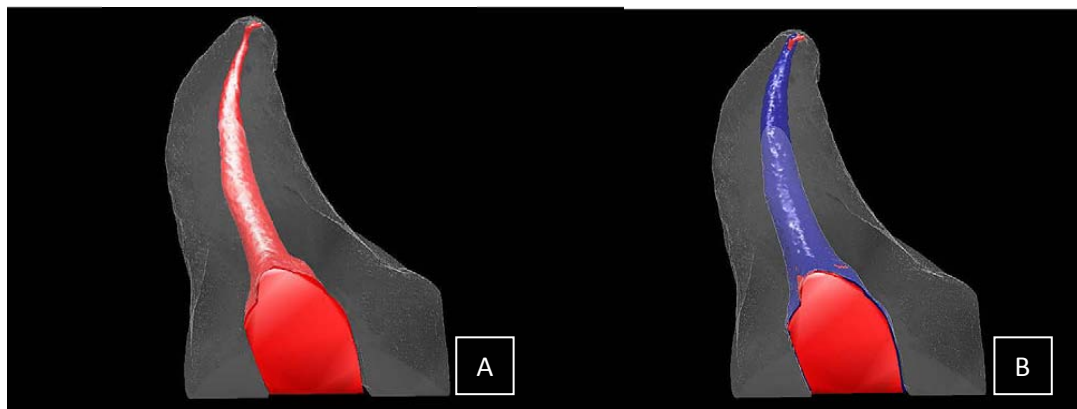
A. Imagem de análise de micro CT onde é possível visualizar a anatomia tridimensional existente num canal radicular com curvatura antes da preparação canalar (cor vermelho). B. Preparação canalar realizada com o sistema de instrumentação SAF[®] (cor azul), onde é possível visualizar a preservação da anatomia tridimensional existente, não ocorrendo transporte apical (adaptado de Metzger *et al.*, 2010a).
